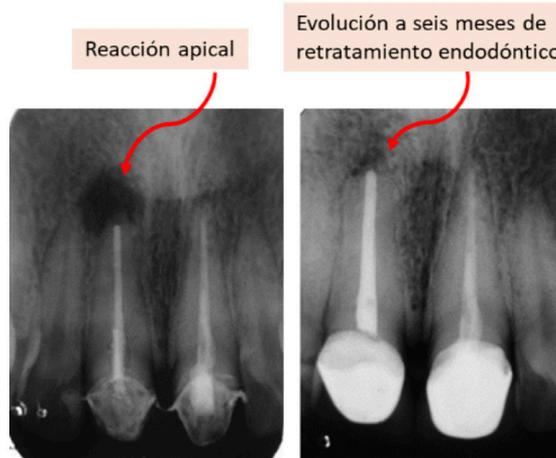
22. Dientes 11 y 21 con tratamiento endodóntico. En radiografía izquierda se observa lesión periapical en el 11 y la derecha a seis meses de retratamiento ha disminuido la destrucción ósea y con expectativa de que la zona radiolúcida se resuelva por completo.
